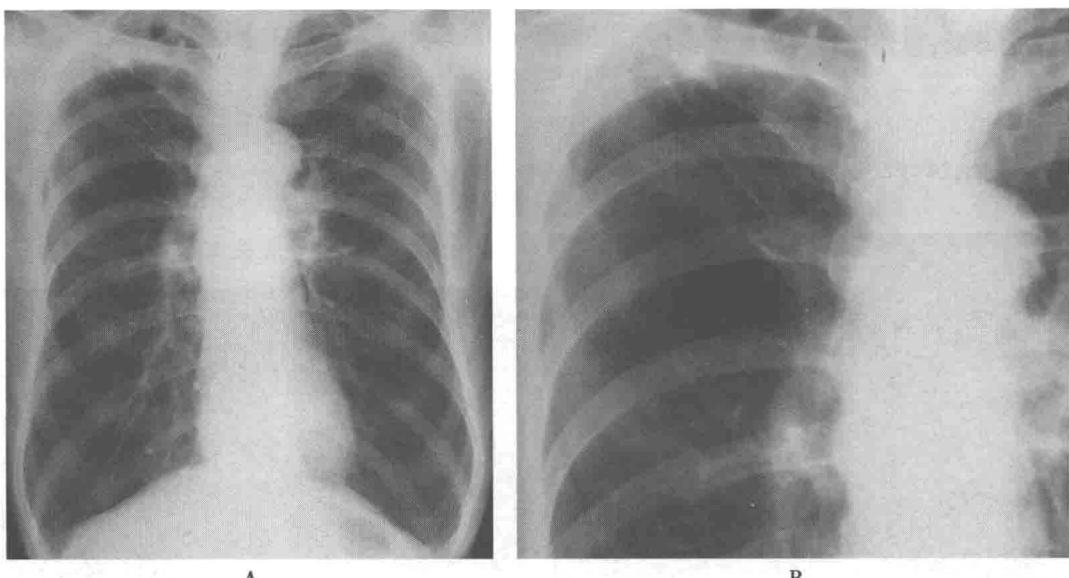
胸部正位平片(A)显示两肺透亮度增高,以右上肺为主,右上肺少许小点状影及条索影,两侧肋间隙增宽,心影狭长,膈肌低平,两侧肋膈角变钝;右上肺局部像(B)显示局部透亮度增大且未见明显肺纹理,提示局部肺气肿明显或肺大泡形成
